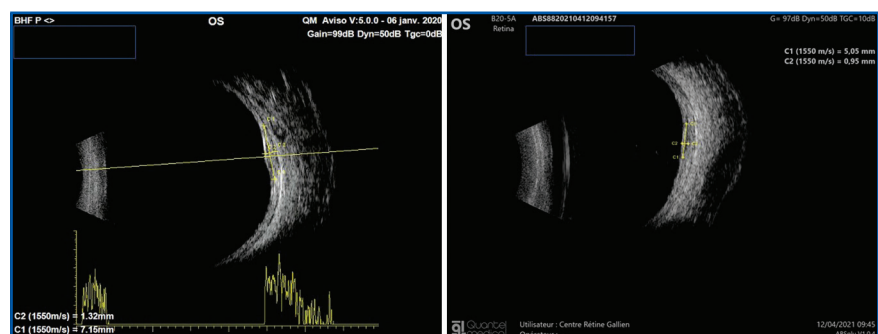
Coupes échographiques d'un nœvus choroïdien à la sonde annulaire de 20 MHz. Noter le caractère typique iso-échogène, sans excavation choroïdienne associée.
